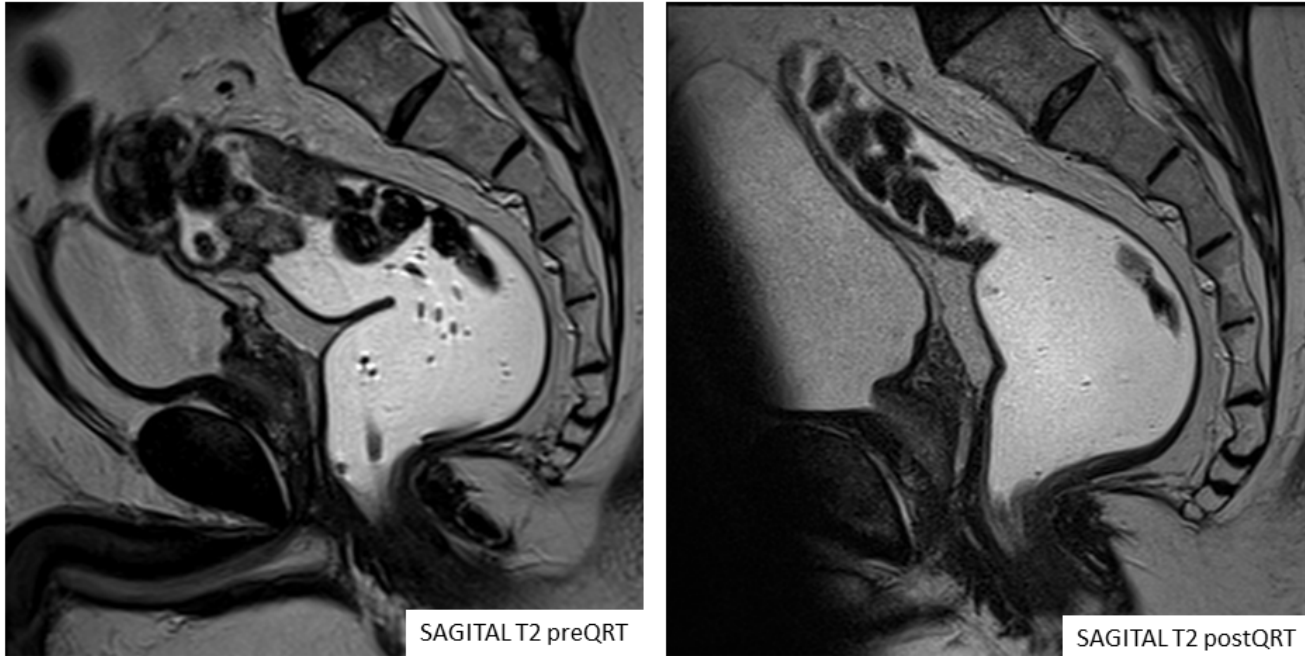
Caso 4. RM en incidencia sagital. Valoración postQRT. Importante disminución del volumen tumoral indicativo de buena respuesta.
